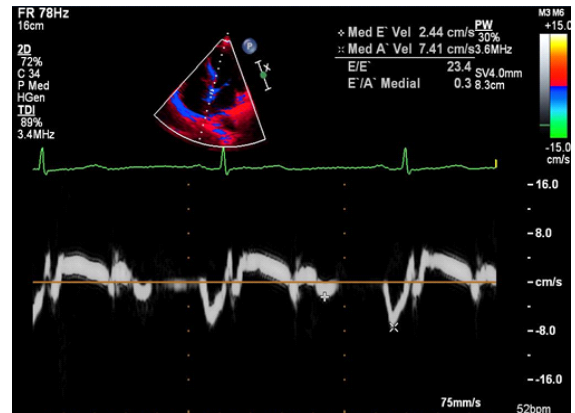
mitral annular tissue doppler.
